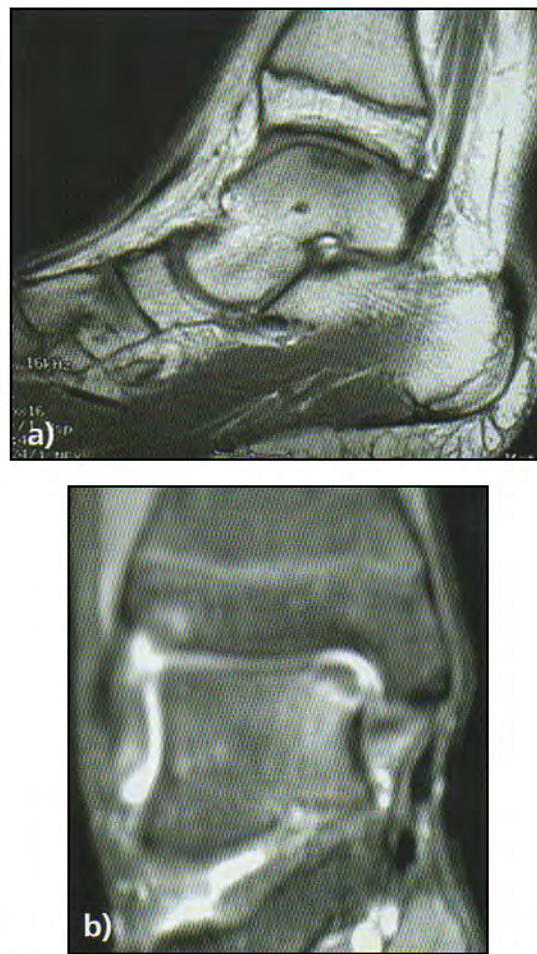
RMN de osteocondritis de astrágalo localizada en cúpula medial, región posteromedial.
